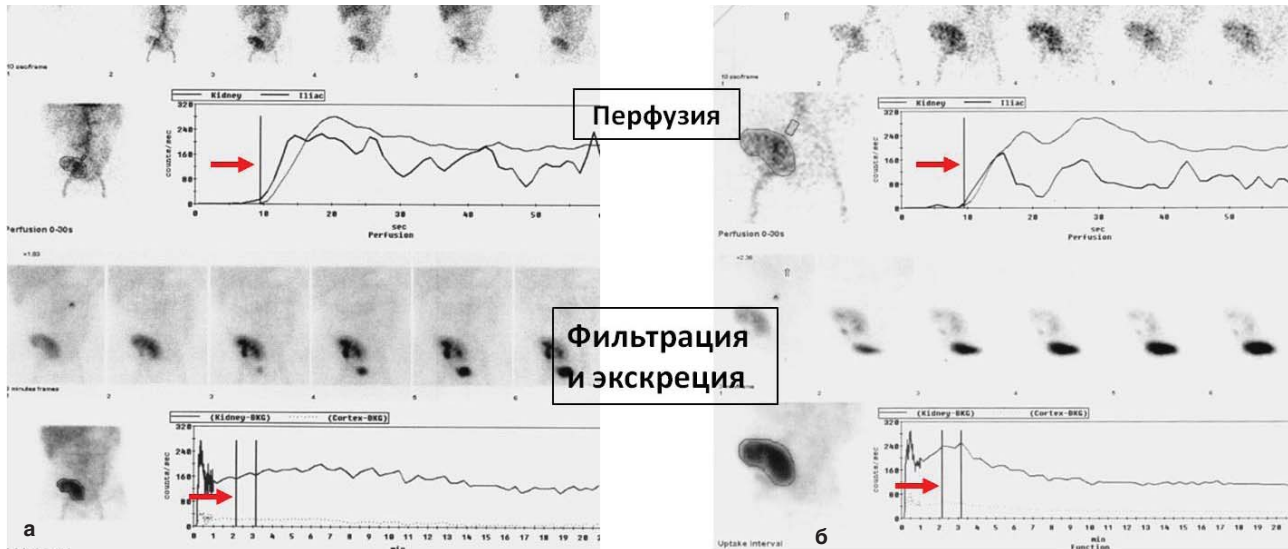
Нормализация параметров ангиофросцинтиграфии больного Б., 58 лет (подгруппа 1а), в течение 30 суток на 10-е (а) и на 41-е (б) сутки после трансплантации. Стрелками указаны интервалы расчета Ип (первые 60 секунд) и Иф (2–3 минуты)
